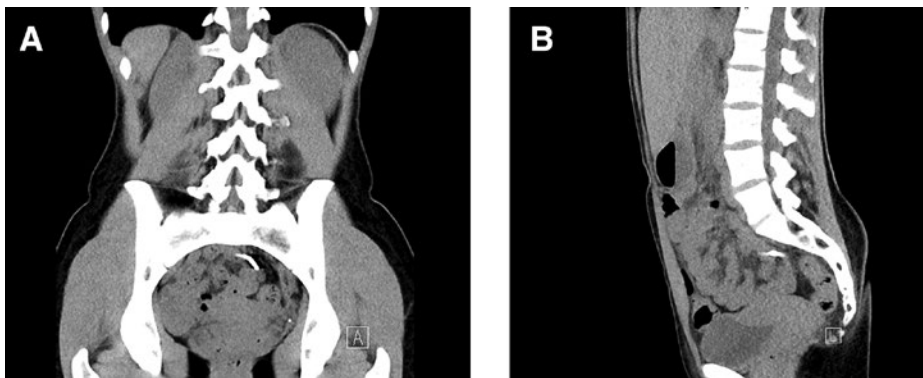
Computertomogramm des Abdomens nativ, Koronar- (A) und Sagittalschnitt (B). Intrauterinipessar (IUD) als röntgendichter Fremdkörper im kleinen Becken präsakral (Pfeil) erkennbar.
